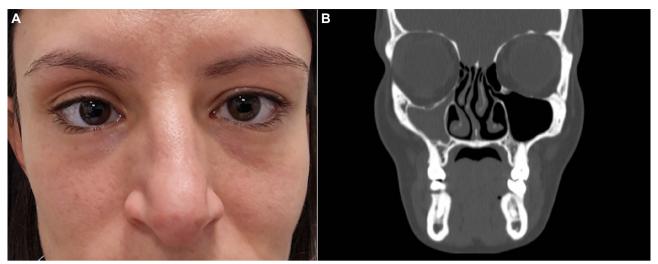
A. Aspecto clínico de un caso de Síndrome del seno silente derecho en el que se aprecia hipoplasia malar derecha, pseudoptosis superior derecha y surco palpebral superior derecho más profundo. B. Aspecto radiológico en el que se aprecia en la TAC un seno maxilar derecho opacificado y reducido de tamaño (efecto presión negativa) y con el consiquiente aumento de volumen orbitario derecho.
